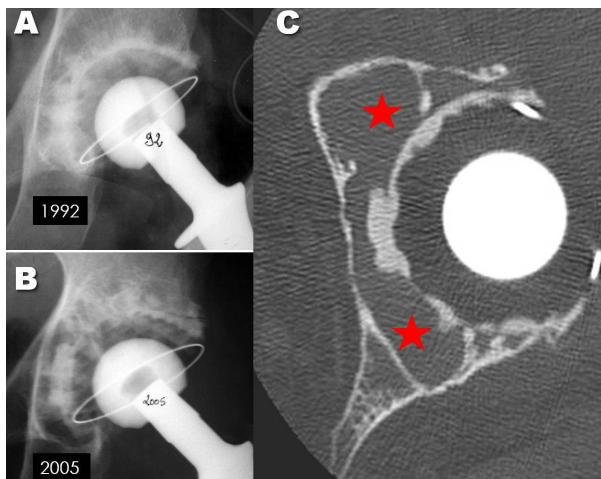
A : 1992. Cliché postopératoire immédiat d'une PTH droite. B : 2005. Douleurs. Remaniements périprothétiques mal définis, plutôt lacunaires. C : coupe TDM axiale contemporaine de B : énorme granulome évitant tout le cotyle (astérisques), très sous estimé sur la radiographie.
